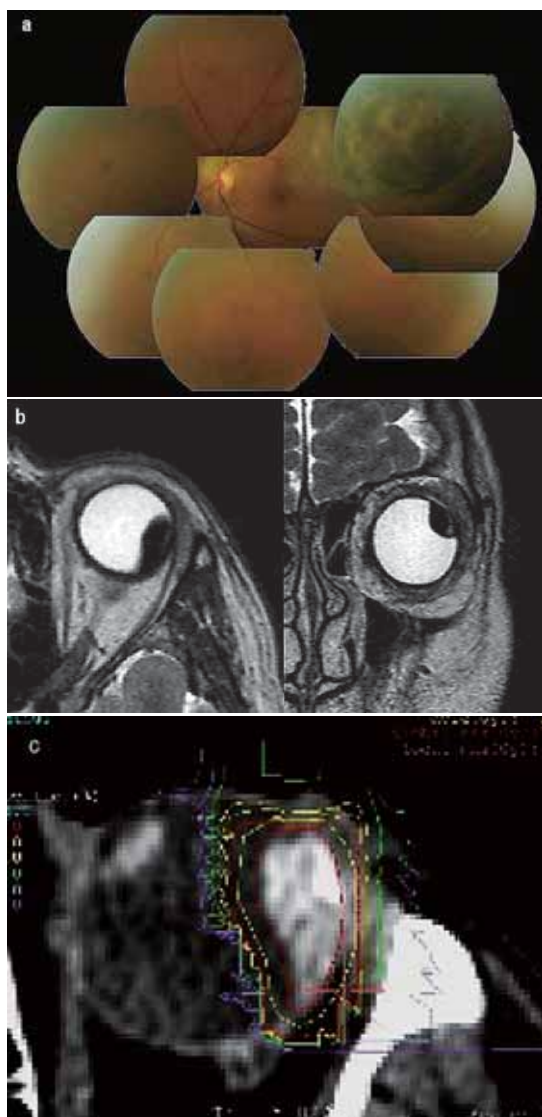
症例1の眼底(a)、および、MRI T2強調画像水平断、冠状断(b)、炭素イオン線の線量分布(c)。中心の赤い線が腫瘍本体でその周りの赤い線が97%のエネルギーが照射された範囲を示している。黄斑部に照射野が及んでいる。
